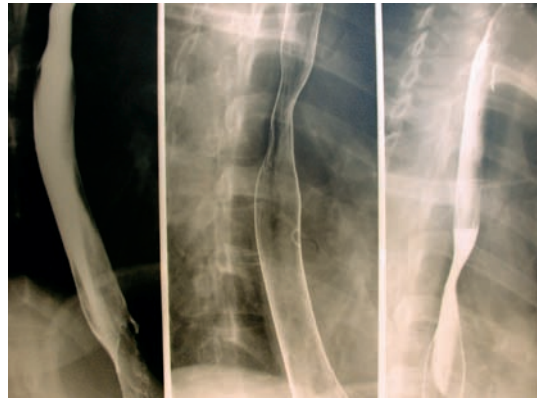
Radiografía contrastada de esófago, en la que se observa la contracción espasmódica del órgano.
